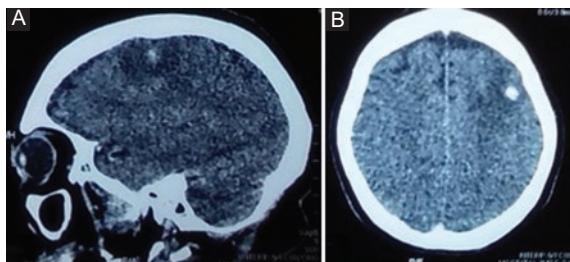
Tomografía computada de cráneo en la que se observa una lesión parietal izquierda de 10 x 9.5 mm, con realce tras la administración de medio de contraste, con importante edema perilesional. A: corte sagital. B: corte axial.
